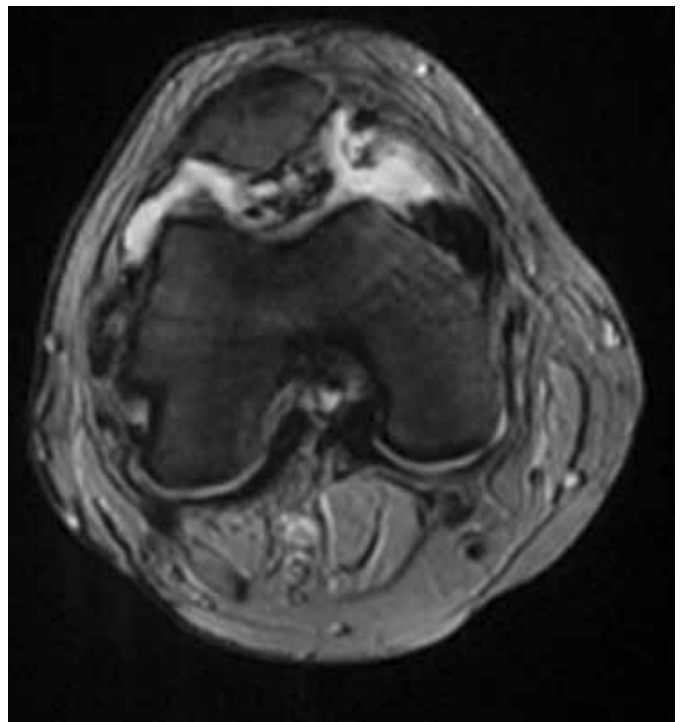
IRM du genou montrant une SVN apparaissant en hyposeñal en écho de gradient.
